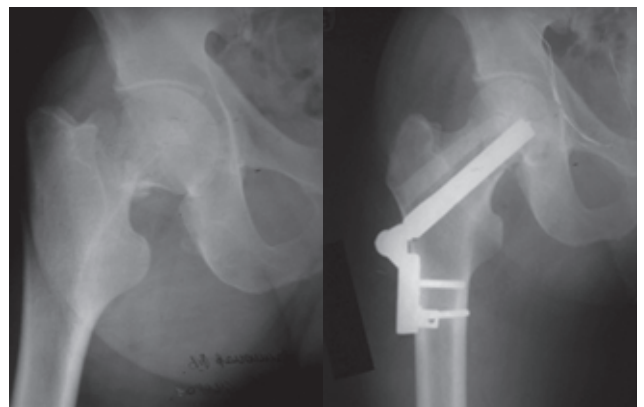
Фотовідбитки рентгенограм хворого К. Субкапітальний перелом шийки СК синтезований фіксатором і масивним алотрансплантатом
